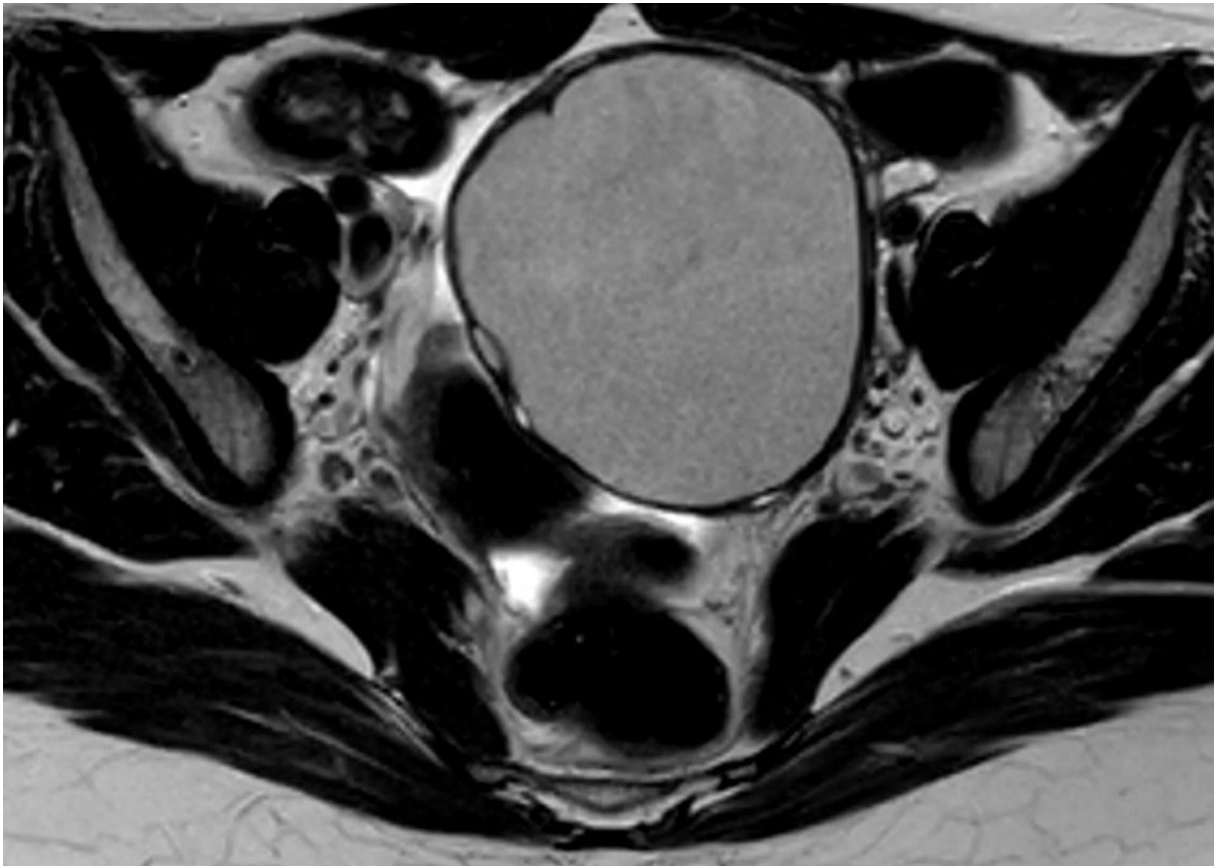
IRM séquence axiale T2 : chute du signal de l'endomètre réalisant le shading pathognomonique.
